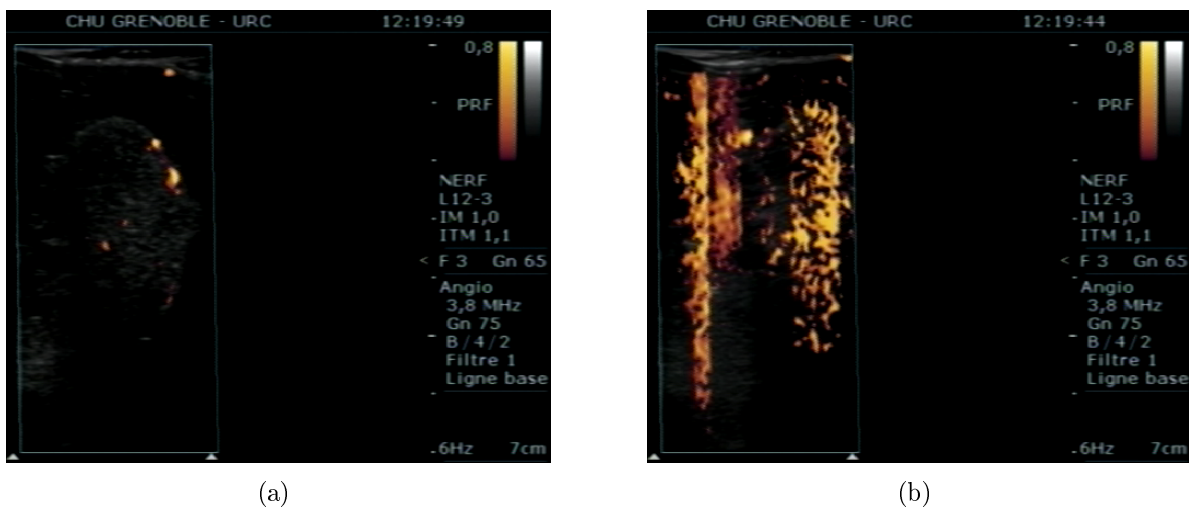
(a) Exemple d'image Power Doppler. (b) Image Power Doppler avec un bruit d'acquisition important.
